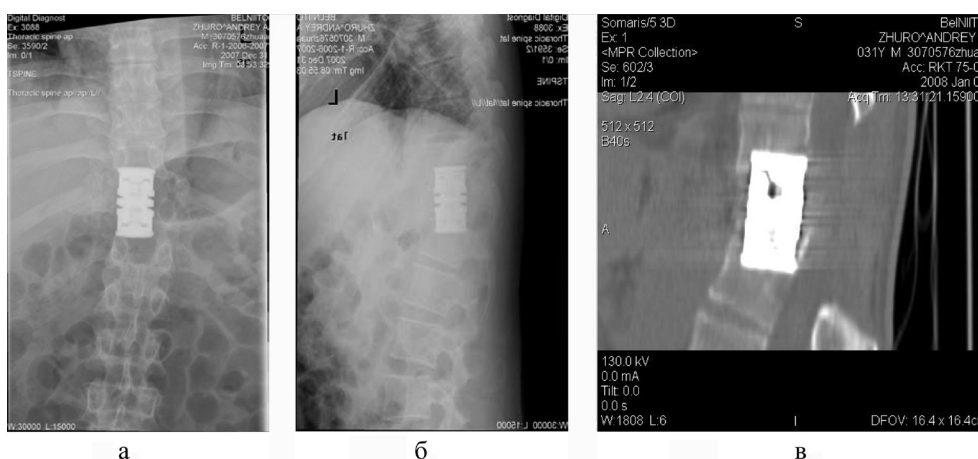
Рентгенограммы (а, б) и компьютерная томограмма (в) пациента Ж. после операции
